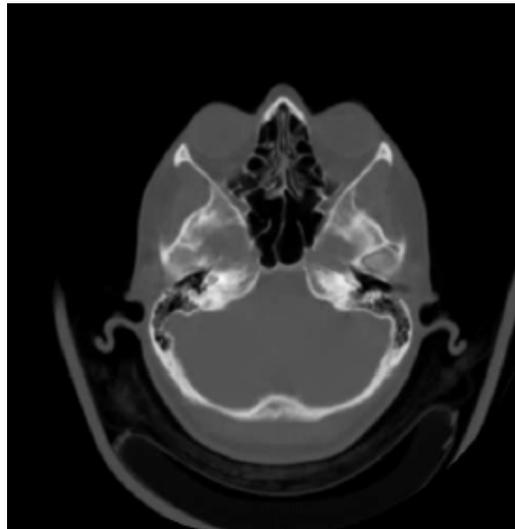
Imagem de Tomografia Computadorizada
